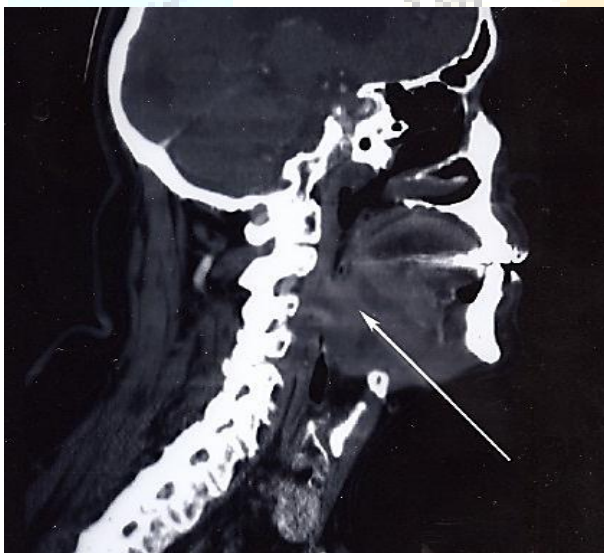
Corte sagital de tomografía computarizada, donde la flecha indica la dirección de la aguja guiada por ecografía, para la punción/biopsia de la masa tumoral.
